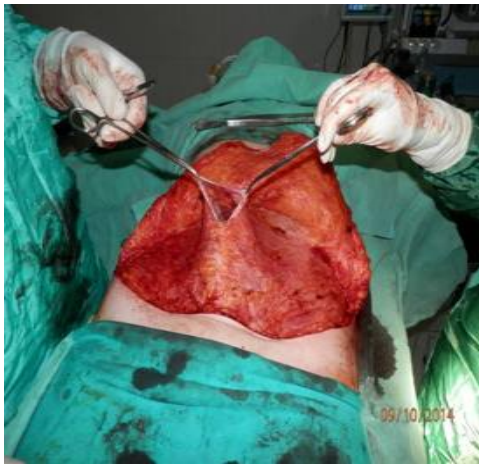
Под контролем УЗИ проведены точные предоперационные расчеты, установлены ширина белой линии живота, которая приобретает особое значение.
